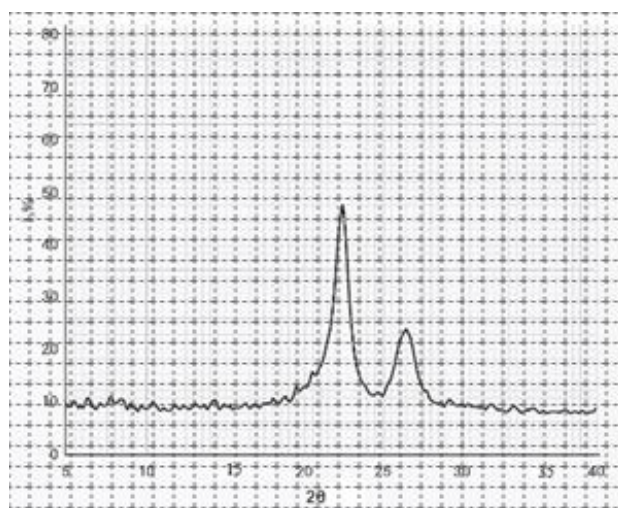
Рентгеноструктурний аналіз кверцетину
